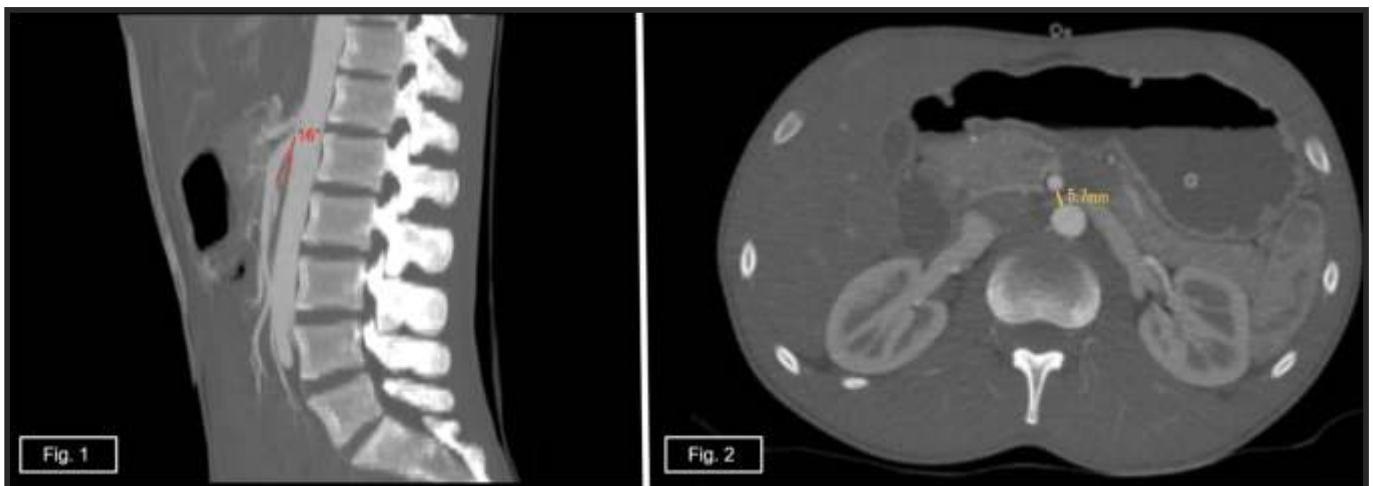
Angio-TC de abdomen y pelvis. Reconstrucción MIP en plano sagital, ventana ósea. Se evidencia disminución del ángulo aortomesentérico (16°) entre la aorta abdominal y la arteria mesentérica superior; compatible con fenómeno compresivo aorto-mesentérico en el contexto de síndrome de Wilkie. Figura 2: Angio-TC de abdomen y pelvis. Reconstrucción MIP en corte axial, ventana ósea. Se observa disminución de la distancia aortomesentérica (5,7 mm), asociada a compresión de la tercera porción duodenal y dilatación proximal gastroduodenal. BIOBOX Software PACS. HDGR.
